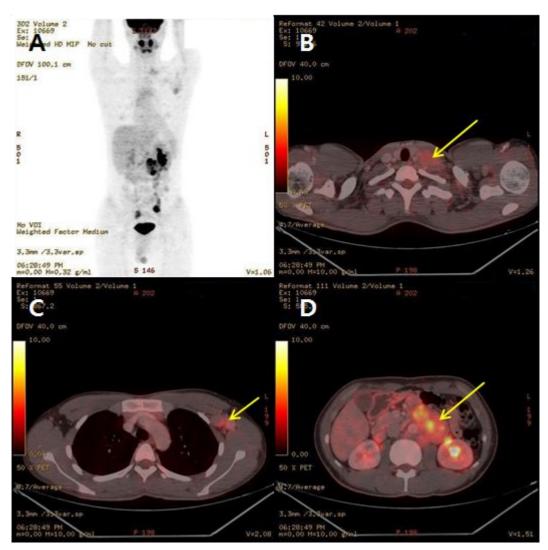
(A) PET-CT shows increased 18F-FDG uptake at multiple lymphnodes. (B) The left supraclavicular lymphnodes. (C) Multiple conglomerated left axillary lymphnodes. (D) Multiple hypermetabolic conglomerated left paraaortic and iliac lymphnodes.
